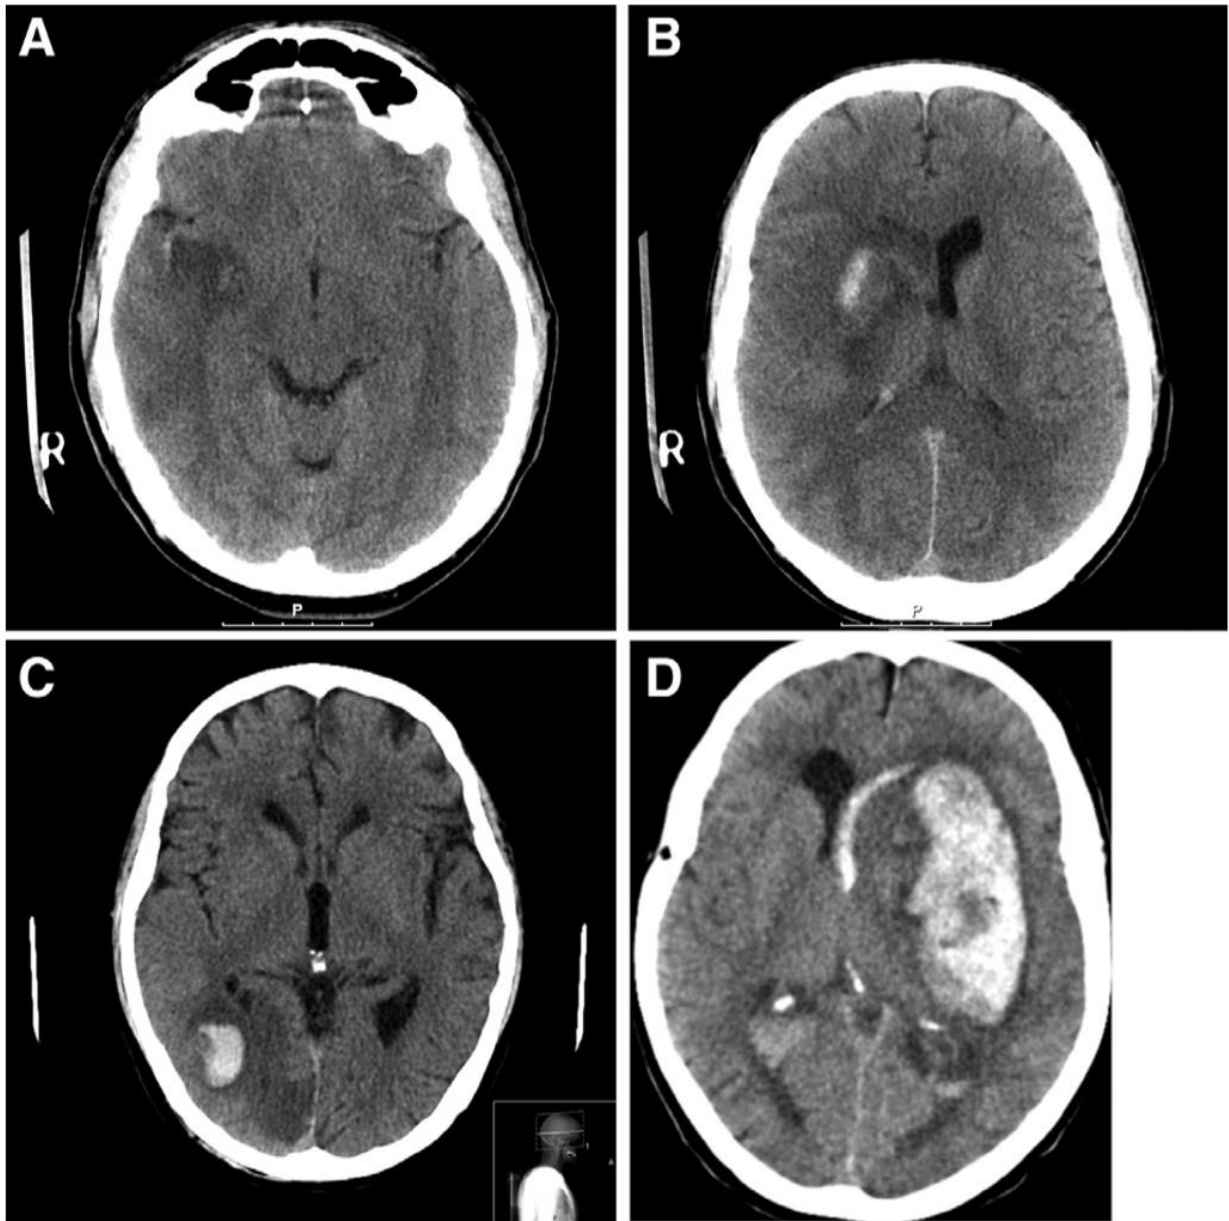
A: CT mit HI1 im rechten Temporallappen und den Basalganglien; B: CT mit HI2 im rechten Striatum; C: CT mit PH1 im rechten posterioren Zerebralarterien Territorium; D: CT mit PH2 der linken Basalganglien, Capsula Interna und Externa mit zusätzlichem Blut in beiden Seitenventrikeln und raumforderndem Effekt resultierend in einer Mittellinienverlagerung nach rechts; Quelle [29]
